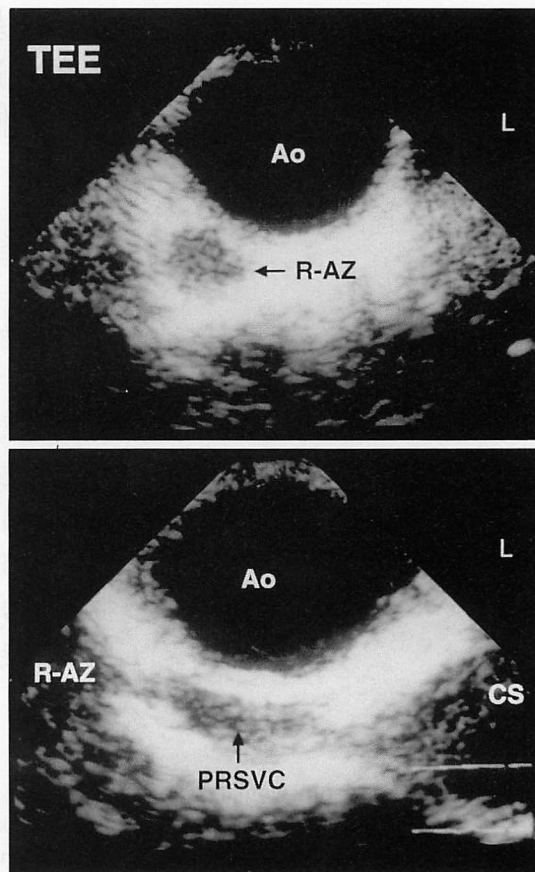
Transesophageal echocardiograms (TEE)
